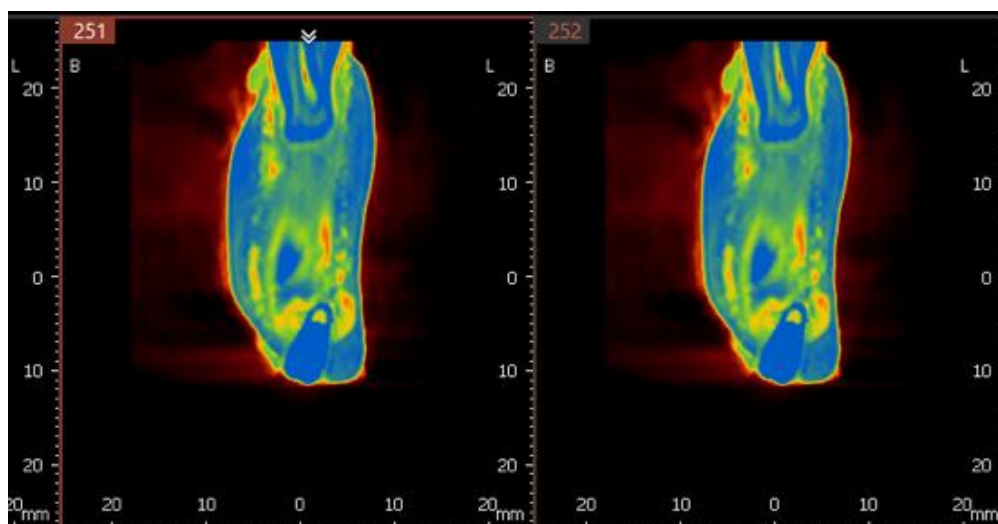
томограмма на уровне имплантата 4.2, определяется неравномерная плотность костной ткани по периферии имплантата
